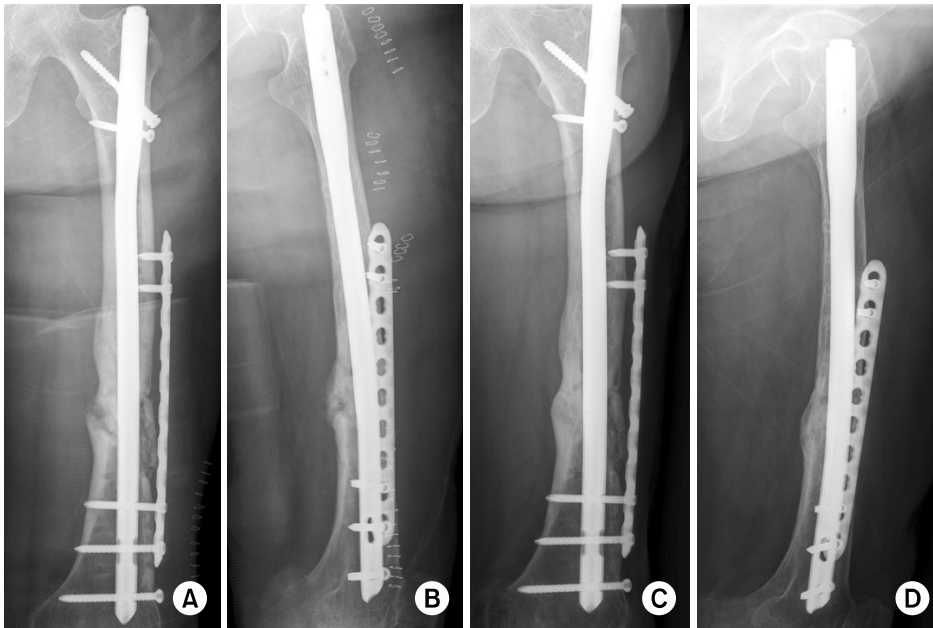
(A, B) A fourth operation was performed with ante-grade femur nail and locking compression plate. (C, D) One year after the fourth operation, the radiographs show the bony union of the fracture site.
